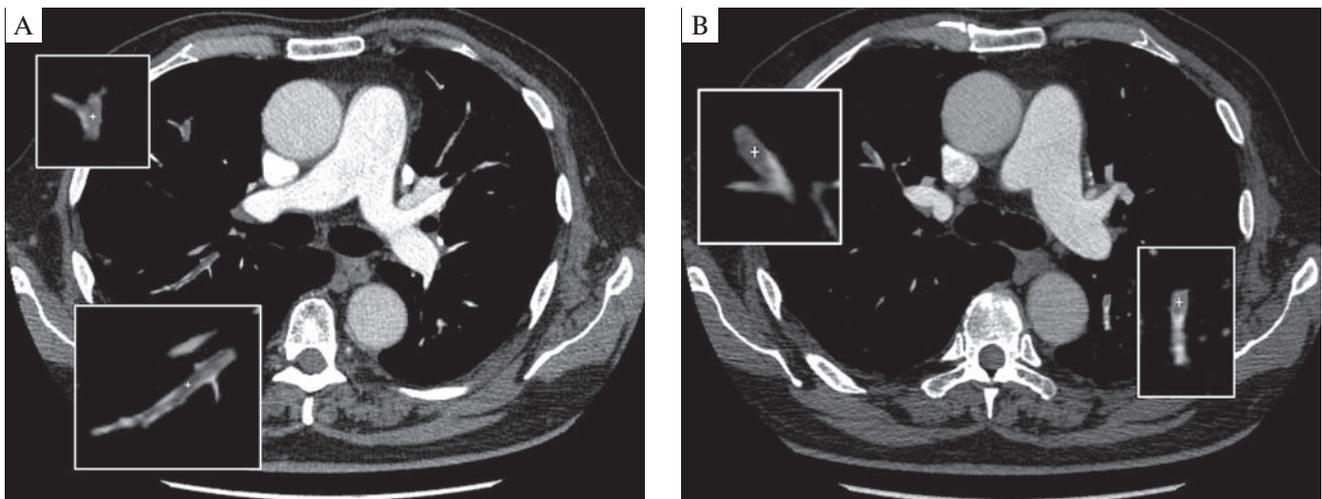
Компьютерная томография легких с контрастным усилением (аксиальные срезы): А – тромб (+) в субсегментарной (А3) и сегментарной (А2) ветвях правой легочной артерии; В – тромб (+) в субсегментарной ветви (А3) правой легочной артерии и субсегментарной ветви (А6) левой легочной артерии
